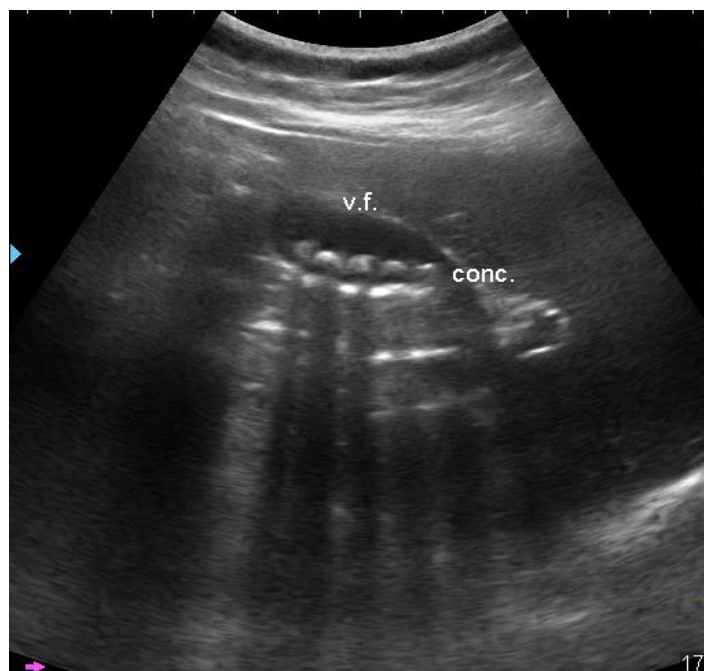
УЗИ. Множественные камни в желчном пузыре
